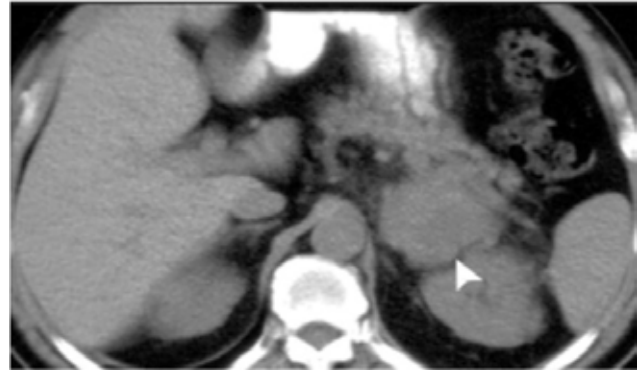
КТ – лімфома лівого наднирника
